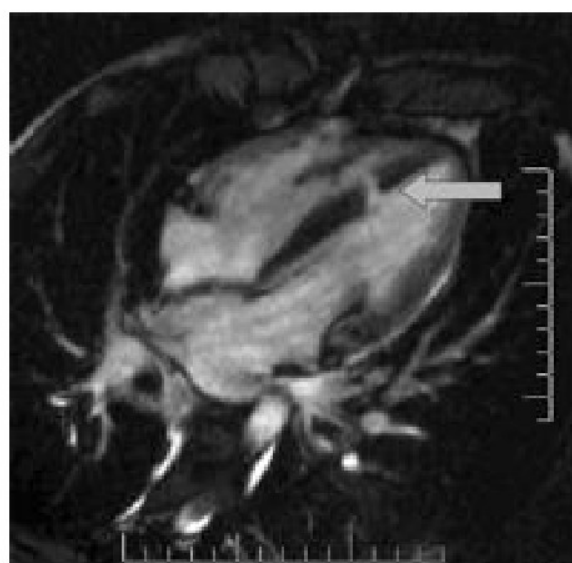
Мультиспиральная компьютерная томография (А) и магнитно-резонансная томография (Б) в аксиальном срезе.
